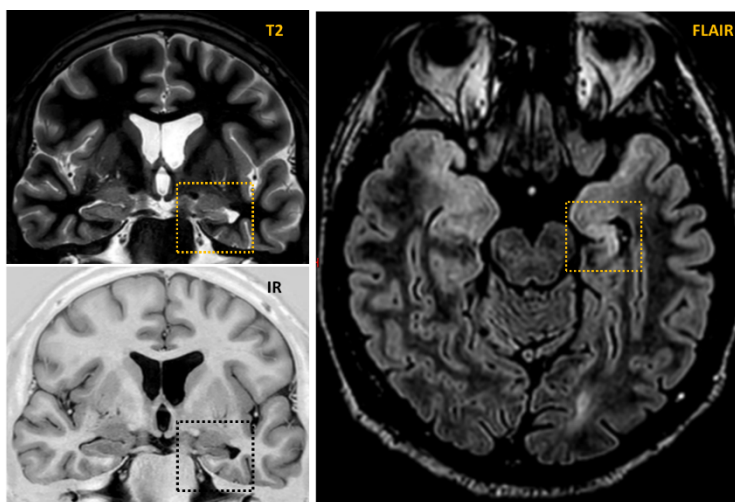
Склероз левого гиппокампа у больного 54 лет с фокальной фармакорезистентной височной эпилепсией, данные МРТ (3Т) в режиме «эпипротокол»
